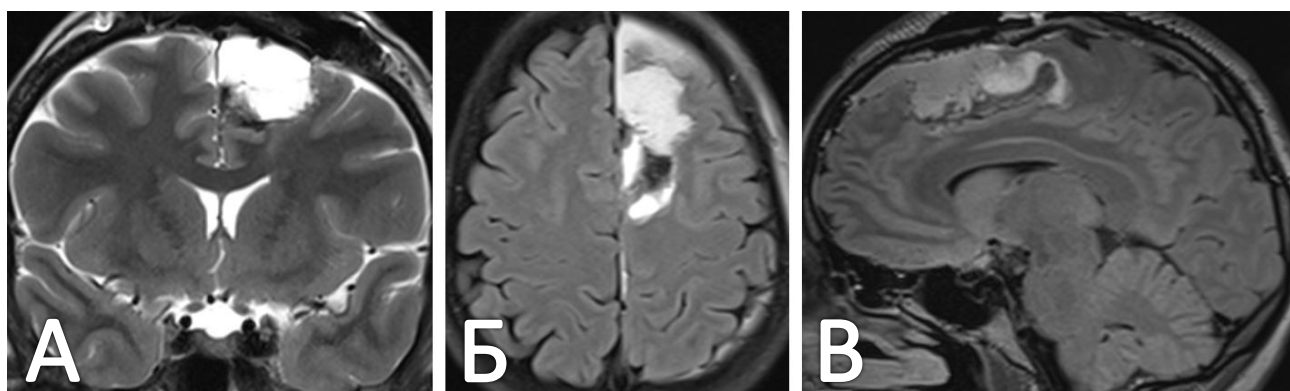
Послеоперационная МРТ головного мозга пациентки В.:
